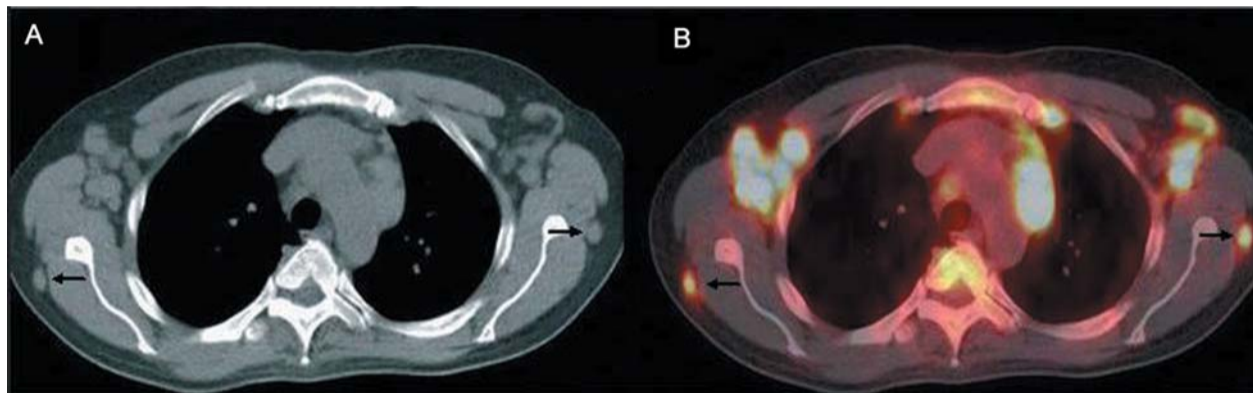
66-jähriger Patient mit bilokulärem Non-Hodgkin-Lymphom-Befall retroscapular. Der Patient klagte über Lymphknotenschwellung, Gewichtsabnahme, Müdigkeit und subfebrile Temperaturen. A) CT in transversaler Schnittführung, B) Fusion aus CT und PET.
